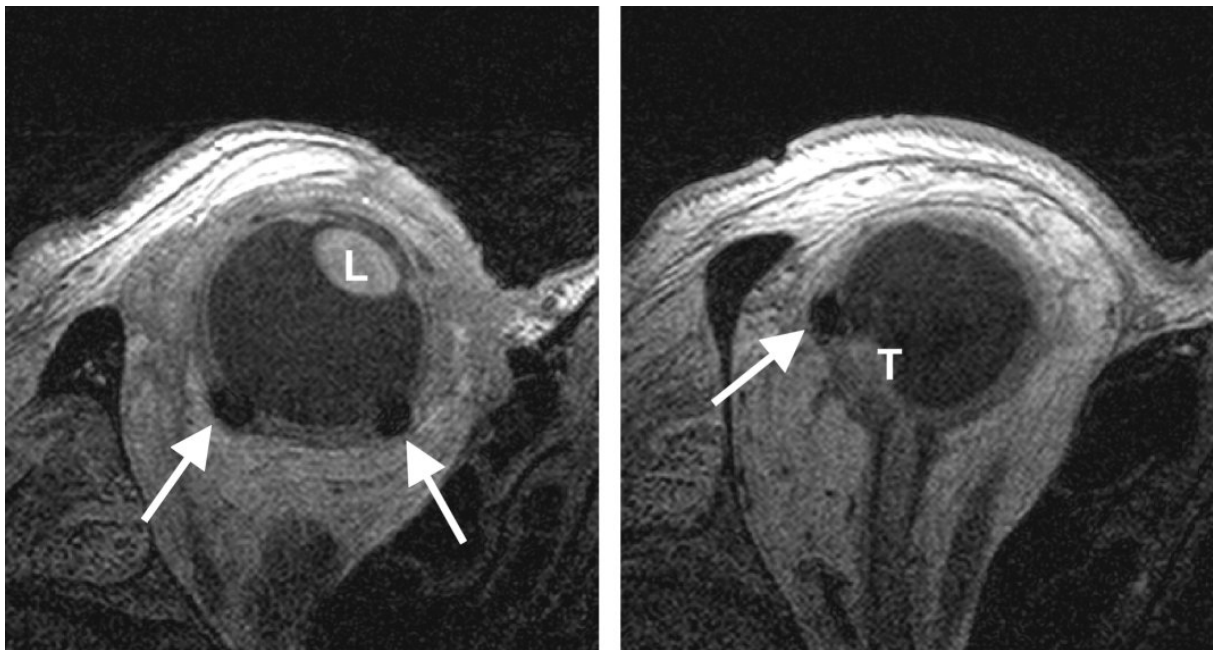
Einzelschichten des MRT-Volumendatensatzes desselben Patienten, 0,3 mm Schichtdicke, T1-Gewichtung, links Schicht kranial des Tumors auf Höhe der Linse (L) mit zwei Clips (Pfeile), rechts Schicht auf Höhe des Tumors (T) und des Sehnerven mit einem Clip (Pfeil)
